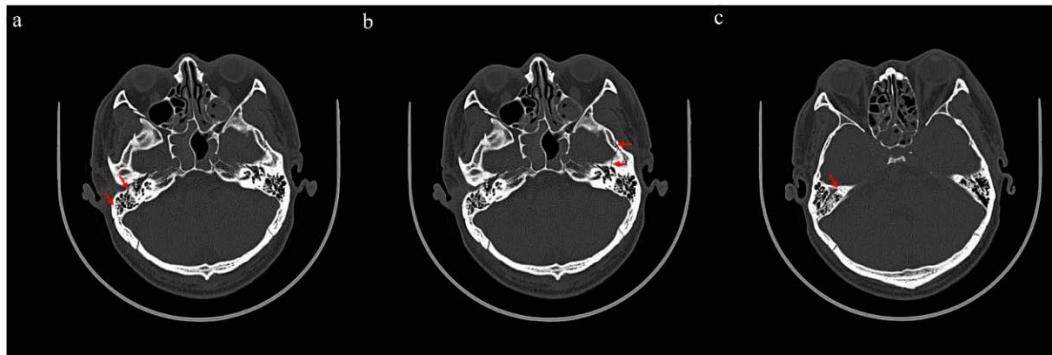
Radiographic images (a) a right longitudinal temporal fracture (b) a left transversal temporal fracture (c) a right superior semicircular canal fracture (as shown by the arrow)
